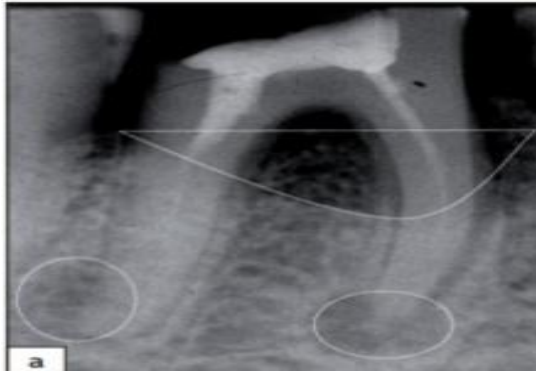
la radiographie montre au collet de la molaire mandibulaire une poche d'origine parodontale et au niveau apical une lésion d'origine endodontique. (2)
